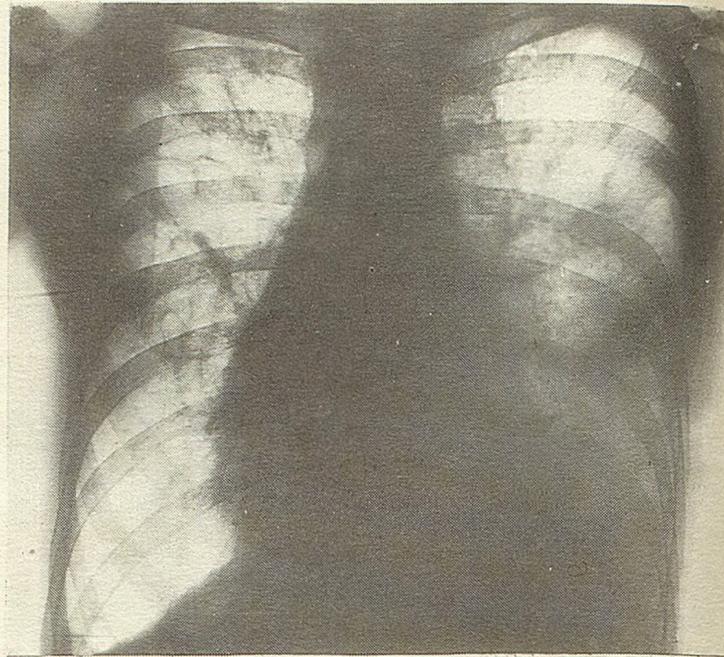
Рентгенограмма грудной клетки больного Т. на 11-е сутки после трансплантации.
